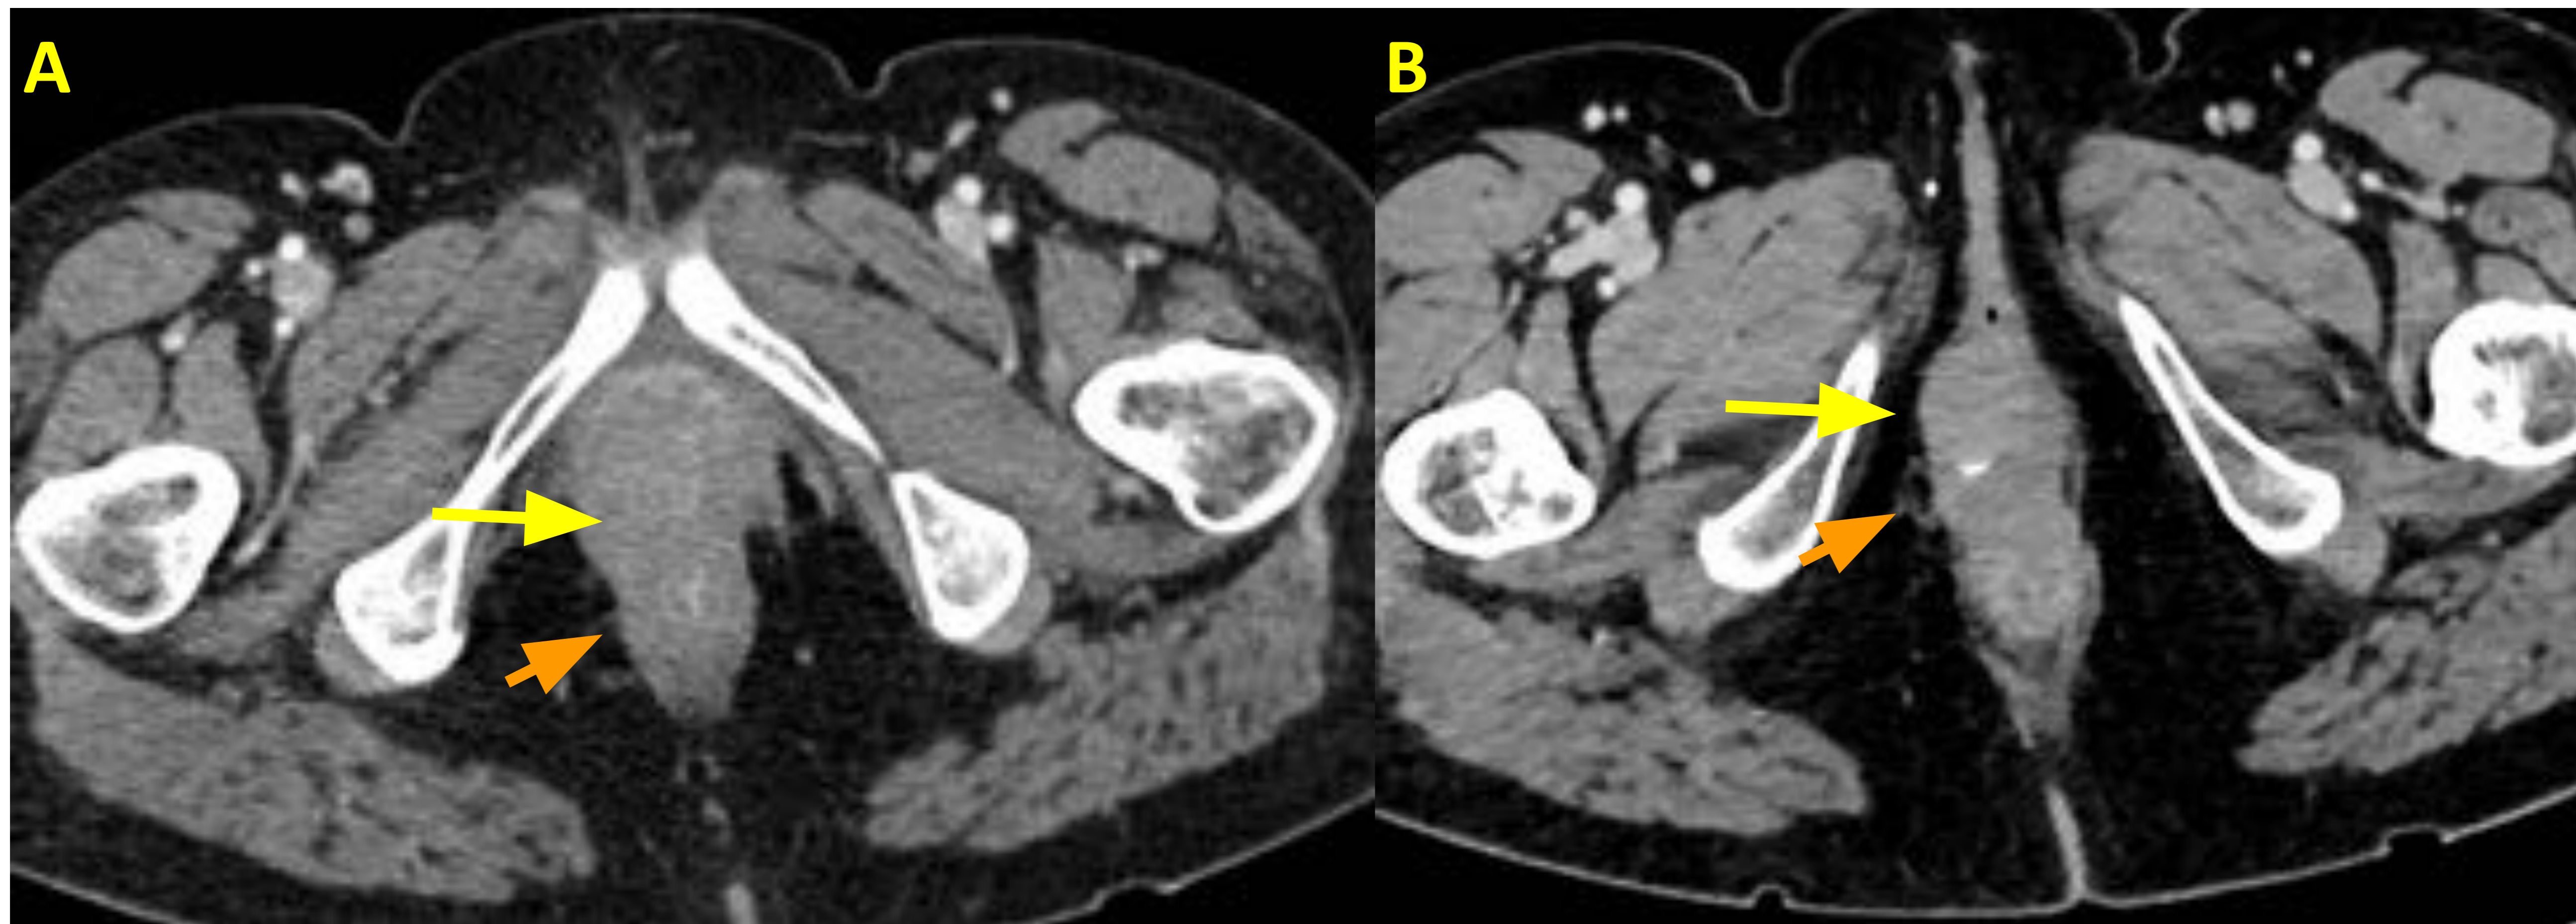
Bartolinitis. TC con contraste (A,B). Asimetría con aumento de volumen a nivel posterolateral derecho del introito vaginal (flecha amarilla), con leve reticulación de la grasa adyacente (flecha naranja).
